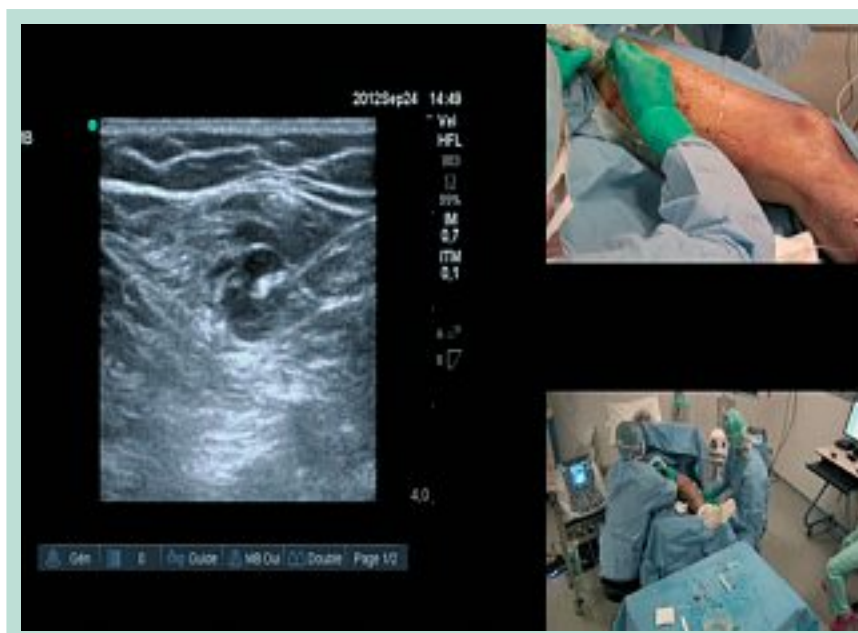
Tumescence sous guidage échographique avec réalisation d'un manchon liquidien hypo-échogène entraînant un spasme de la veine autour de la fibre laser.*
